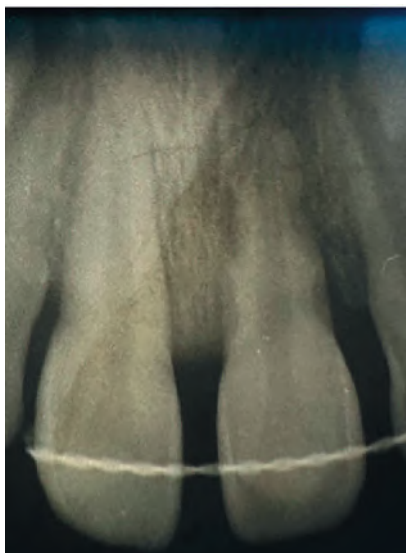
Прицільна рентгенографія на момент звернення.
